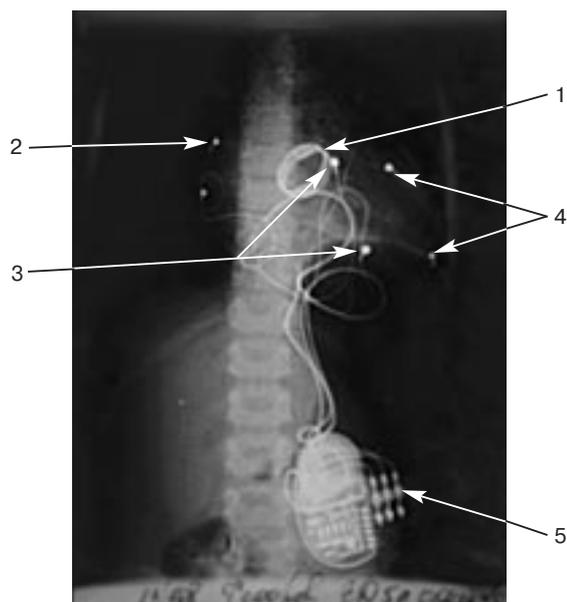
Рентгенографическое исследование у больной Ф. на 6-е сутки после операции:
